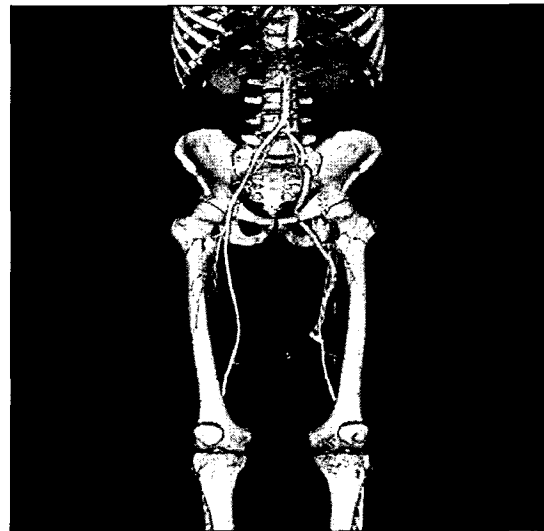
Postoperative CT angiogram shows that left ilio-femoral bypass graft is passing through the obturator foramen.
